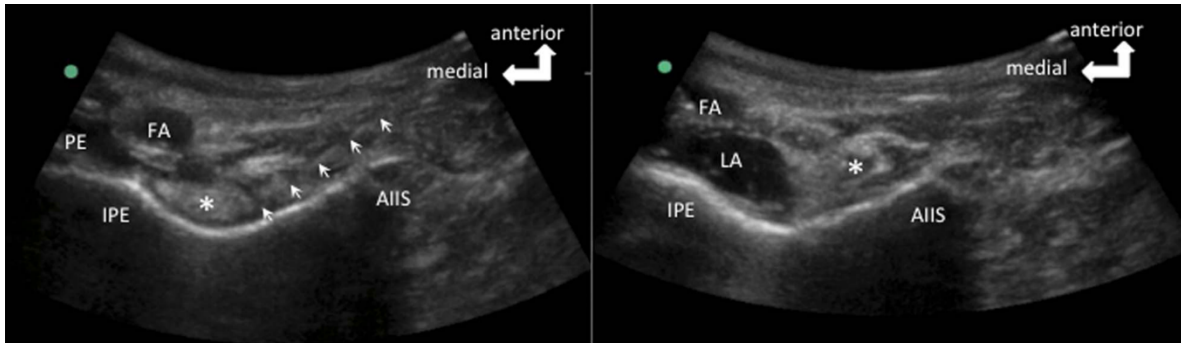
El ultrasonido correspondiente de la fig. 2. La figura a la izquierda muestra la posición de la aguja. La aguja está señalada por las flechas. La figura de la derecha muestra la hidrodisección del anestésico local. FA indica la arteria femoral; LA, anestésico local; PE, músculo pectíneo, * Tomado y modificado de Reg Anesth Pain Med. 2018 nov;43(8):859-863.
